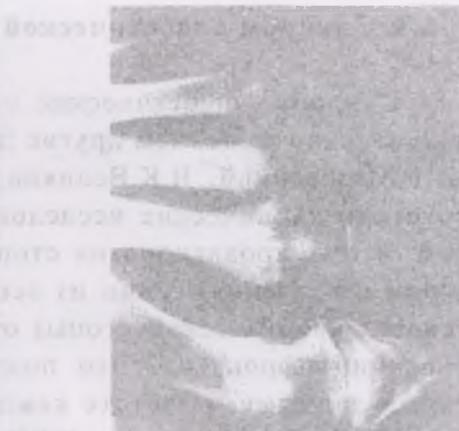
Рентгенограмма левой стопы в прямой проекции, страдающего тяжелой формой сахарного диабета. Деструкция основной фаланги и головки I плюсневи кости с уплотненными четкими контурами оставшихся отделов костей. Подвывих в I плюсне-фаланговом суставе. Остеолиз дистальной, средней и частично основной фаланг IV-V пальцев. Фрагментация головок II-III-IV плюсневых костей.
